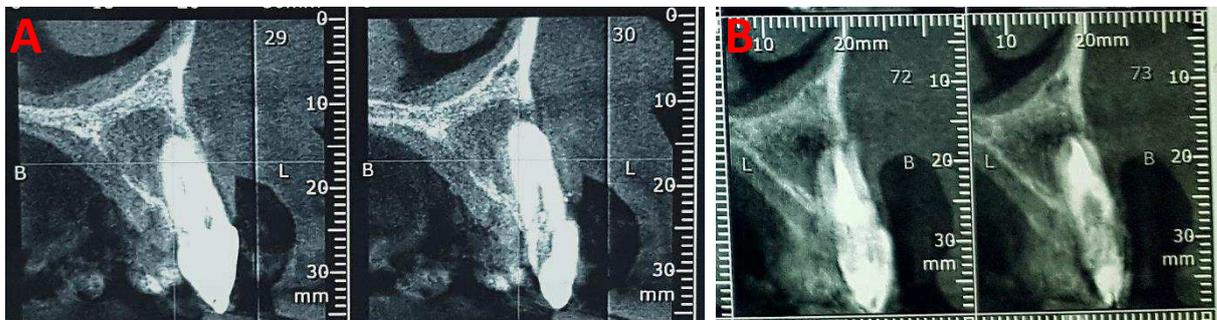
Tomografia computadorizada de feixe cônico. A: Imagem radiolúcida em região apical do elemento 22 com rompimento da cortical óssea palatina. B: Aspecto d região apical após 6 meses de proservação, neoformação de tecido ósseo em região palatina do elemento 22.
